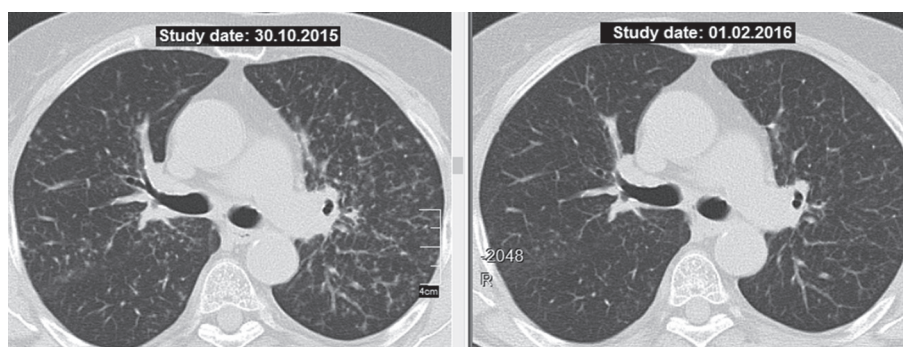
КТ больной К. (№ 1626, ЕМК 78002761), саркоидоз органов дыхания, II стадия; слева — до назначения метотрексата, справа — через 3 мес лечения метотрексатом: уменьшение плотности узелковой диссеминации легких.
